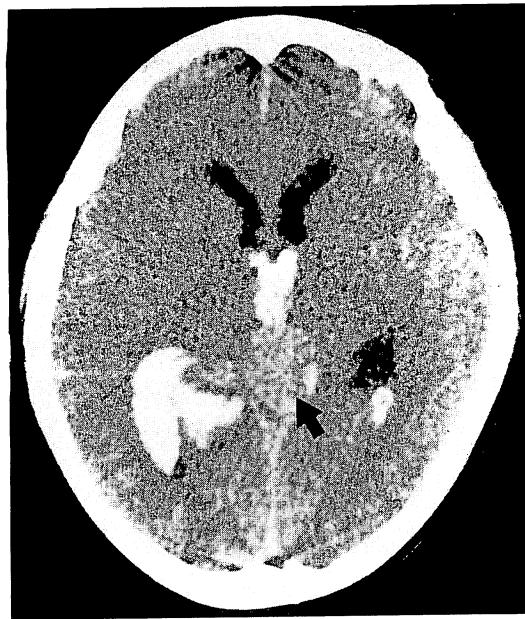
X-ray CT at admission shows bilateral ventricular hemorrhage and small intraparenchymal hematoma. Isodensity round lesion (arrow) is also shown.
